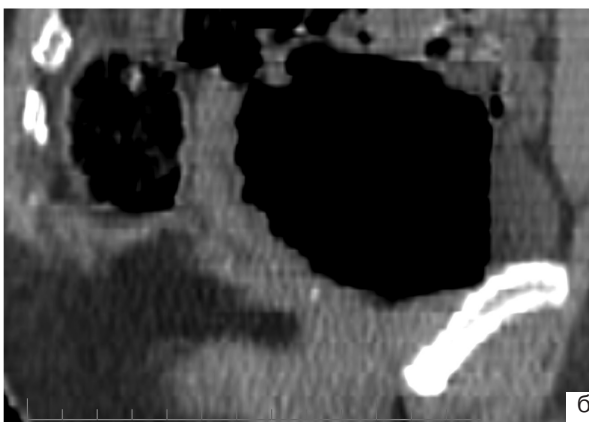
Пациент Н., 43 года, экзофитное образование на верхушке мочевого пузыря, КТ: а — аксиальный срез (положение на животе); б — сагитальная проекция; в — корональная проекция; г — виртуальная цистоскопия.
